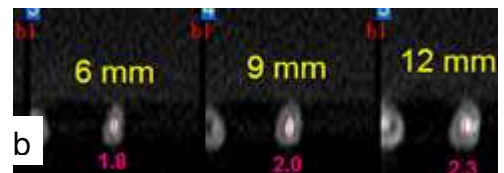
(b)- Tomografia do canal cirúrgico da amostra 15
